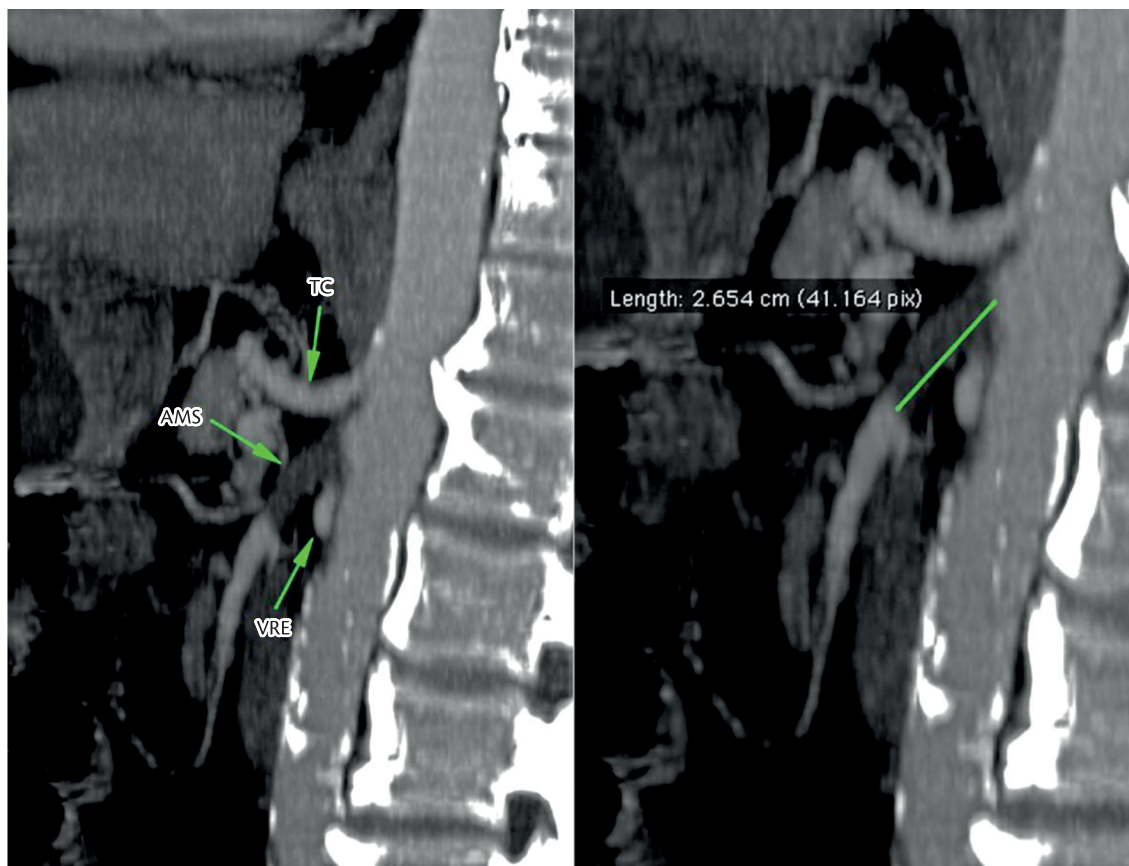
Angiotomografia pré-operatória mostrando oclusão proximal da AMS (2,6 cm de extensão).
